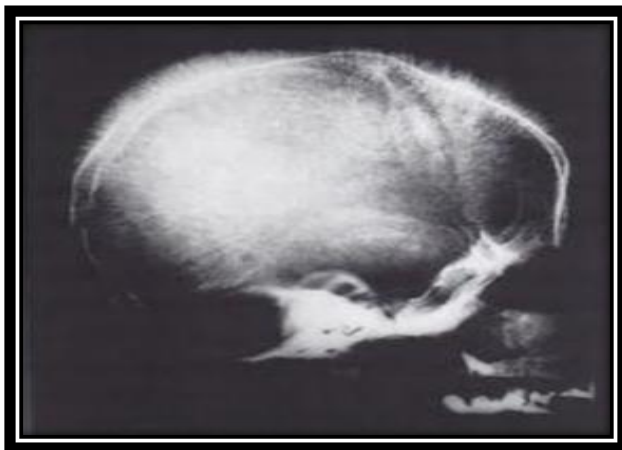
Thalassémie majeure β : radiographie du crâne montre l'expansion de la cavité médullaire donnant un aspect < en brosse >. (11)
